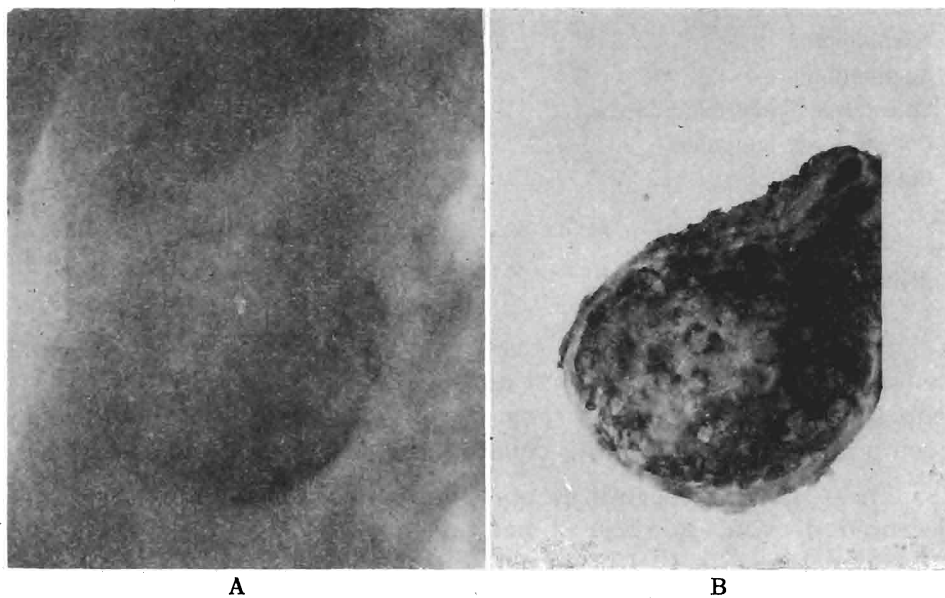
Quadro anatomo-radiografico di colecistosi tesarismosica (calcinosi).
